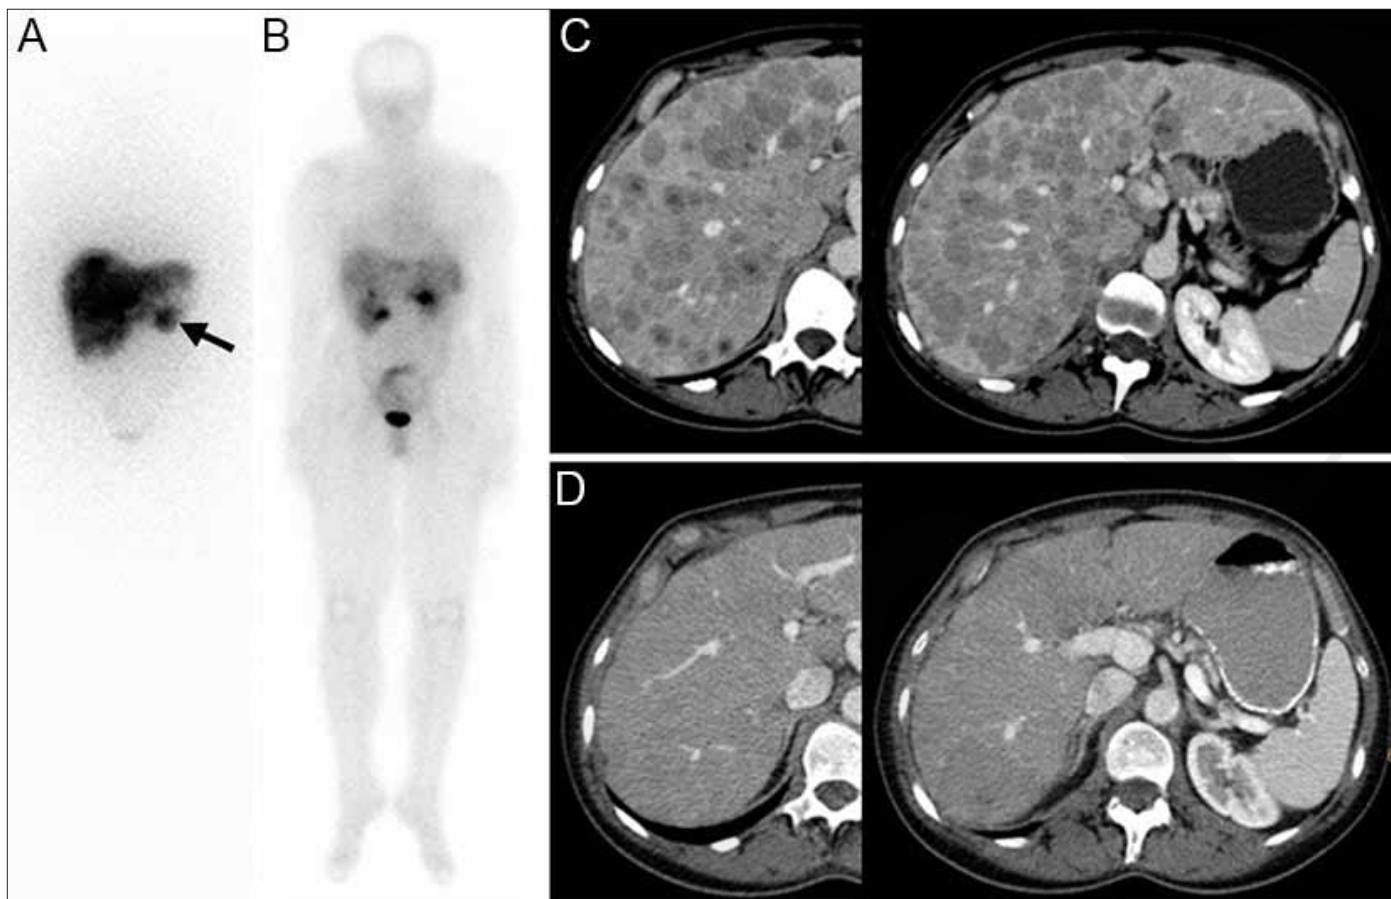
Octreoscan einer Patientin mit gut differenziertem pankreatischem neuroendokrinem Tumor (G2) und disseminierter Lebermetastasierung vor (A) und nach (B) Therapie mit 2 Zyklen ^{90}Y -DOTATOC. Vor der Therapie ist im Octreoscan der sehr gute Tumor-Uptake im Pankreasschwanz (Pfeil) und in der Leber erkennbar (A). Nach der Therapie zeigt sich eine Normalisierung der Anreicherung in der Leber (B). Dementsprechend kommen nun auch die Ausscheidungsorgane wie Nieren und Blase zur Darstellung (B). Die CT Verlaufskontrolle (D) zeigt im Vergleich zur prätherapeutischen CT (C) eine sehr gute partielle Remission insbesondere der Lebermetastasen. (Bilder zur Verfügung gestellt durch Damian Wild)
